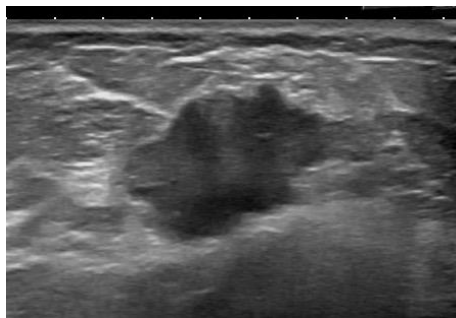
Adenopatía de aspecto neoplásico. Infiltración ganglionar por neoplasia de vejiga. Ecografía modo B muestra adenopatía de contornos polilobulados, con focos hipoeoicos y pérdida del hilio graso central.
